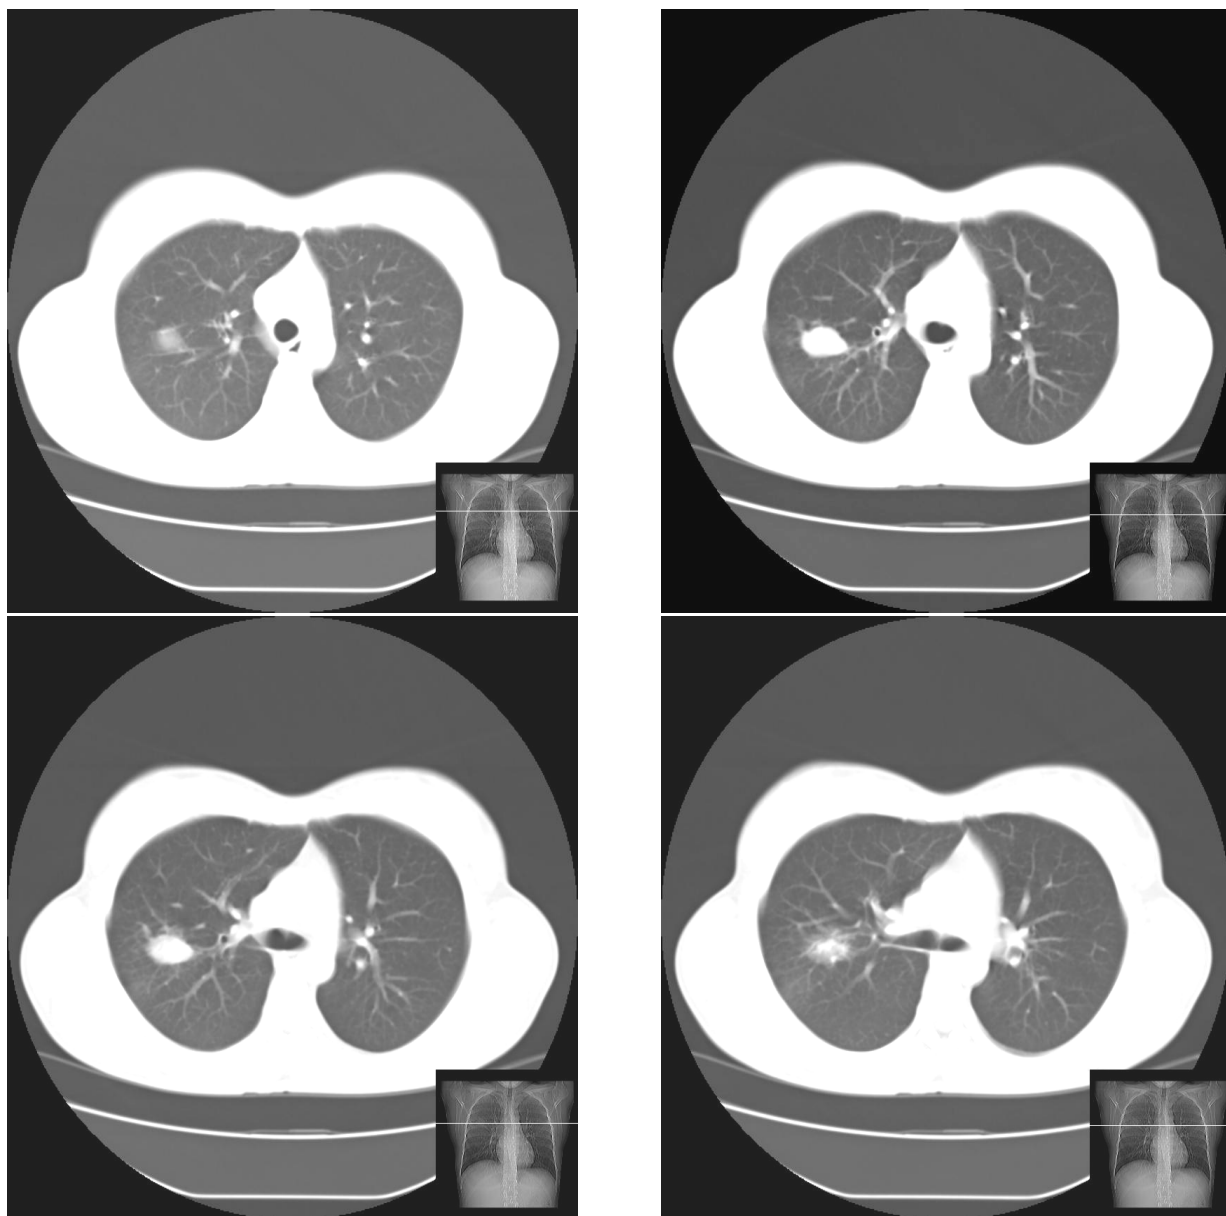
КТ – признаки кисты верхней доли правого легкого
